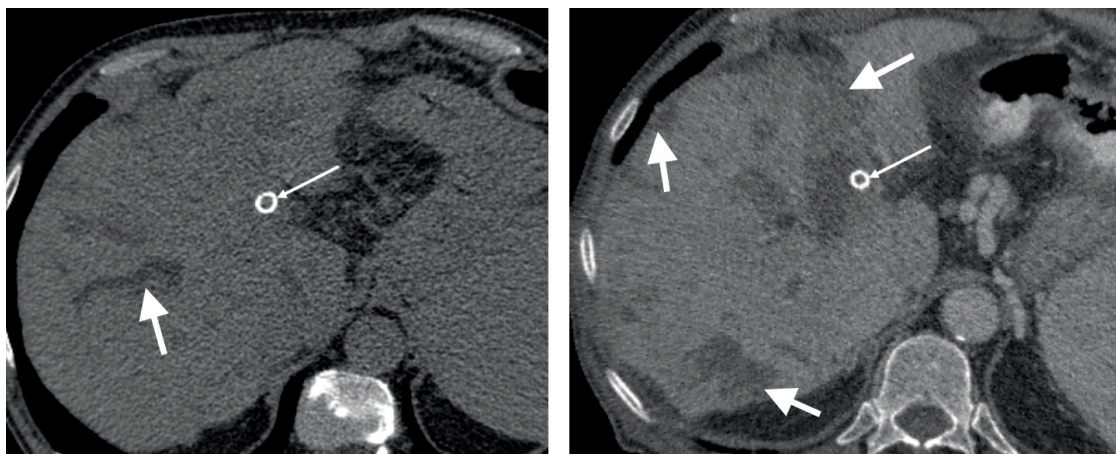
Пациент с метастазами рака восходящей ободочной кишки, 6 месяцев после стентирования холедоха. На КТ через 2 суток после ТАХЭ отмечается локальное расширение желчных протоков в одном сегменте (большая стрелка); стент в холедохе (тонкая стрелка). КТ через 20 дней после ТАХЭ демонстрирует полисегментарное поражение в виде локального расширения желчных протоков и билом (большие стрелки); стент в холедохе (тонкая стрелка).
